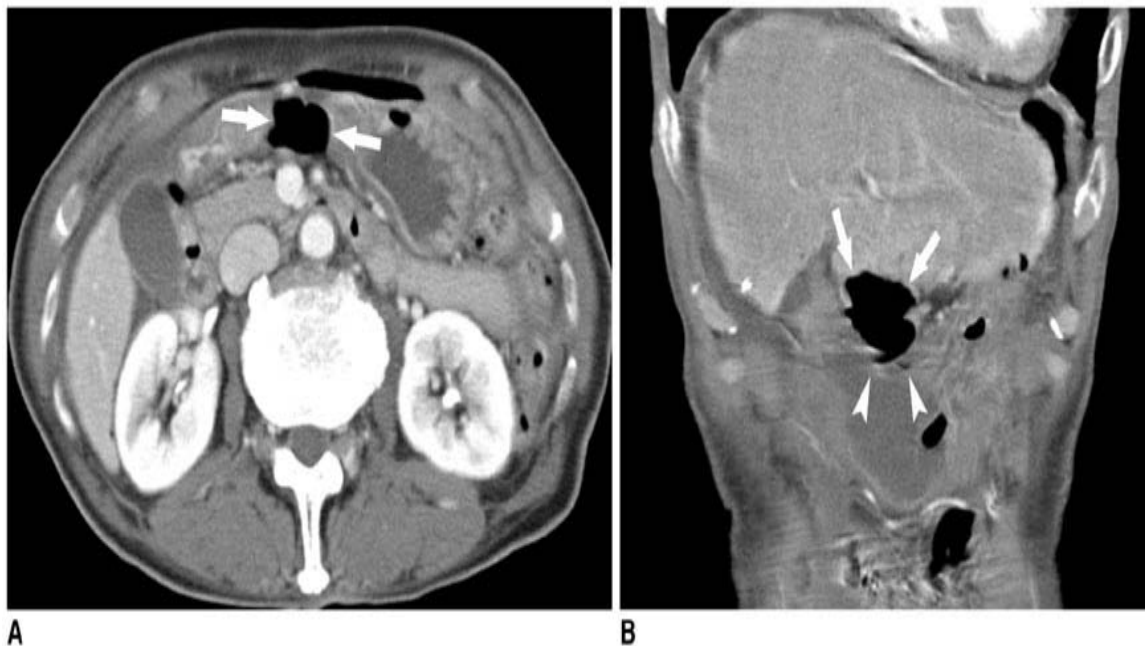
TDM abdominale avec injection du PDC d'un patient de 74 ans ayant un ulcère gastrique perforé. A : les coupes axiales montrent la présence de bulles d'air à proximité de l'estomac. B : les coupes coronales montrent la relation étroite entre les bulles d'air extraluminales et l'antrum gastrique [302].
